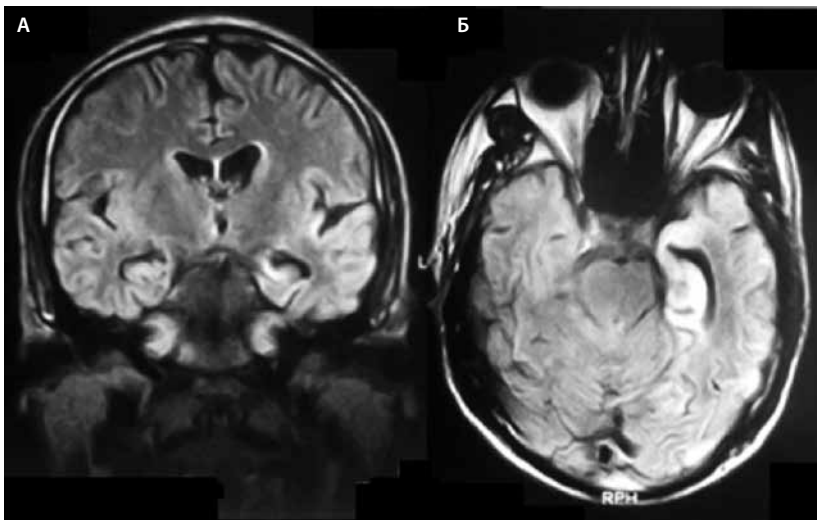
МРТ больного С. от 04.10.13. А – FLAIR, коронарный срез. Видны расширение височного рога бокового желудочка и силвиевой борозды слева, изменение структуры гиппокампа, атрофия вещества левой височной доли. Б – FLAIR, аксиальный срез. Гиперинтенсивный сигнал от вещества левых височной и затылочной долей
